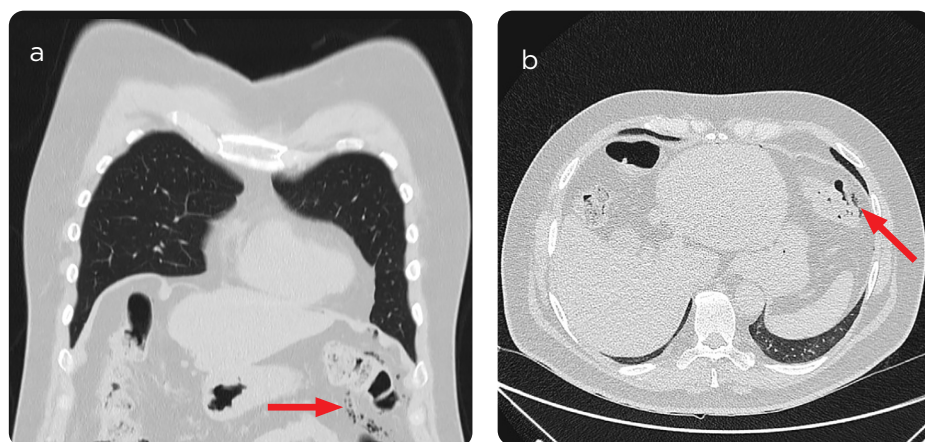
Paciente de 90 años de edad, con antecedente de desnutrición crónica, quien ingresa por síntomas urinarios. a y b) En TC de abdomen, valorada en ventana para parénquima pulmonar, se identifican imágenes quísticas redondeadas (flechas) en íntima relación con la mucosa intestinal y cámara de neumoperitoneo (cabezas de flecha), hallazgos secundarios a neumatosis cistoides.
